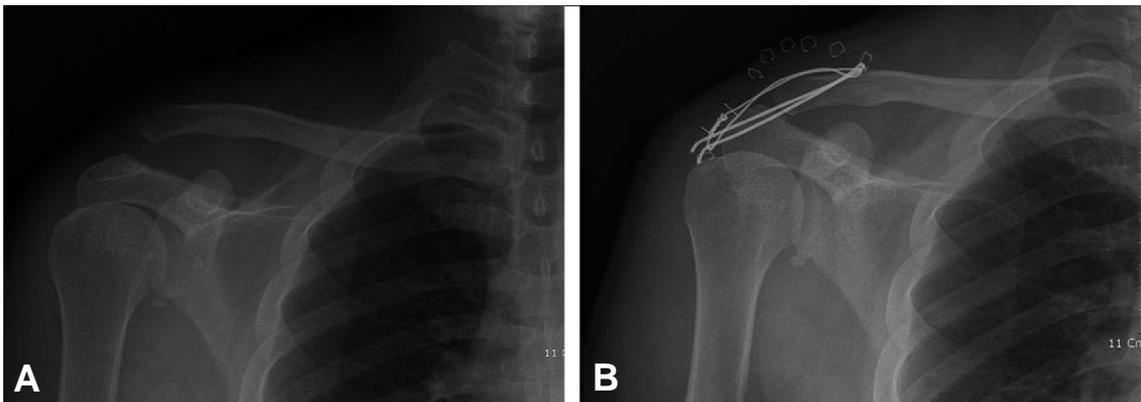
(A) A 36-year-old male patient had a type III acromioclavicular dislocation. (B) Postoperative radiograph shows ideal reduction of left acromioclavicular joint after treated by modified Phemister technique.
